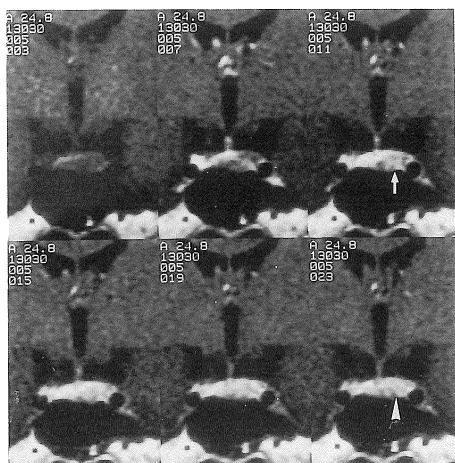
Dynamic MR images of microadenoma. The early phase image clearly shows a microadenoma (arrow). The contrast between adenoma and normal anterior pituitary becomes poor on the later images (arrowhead).
